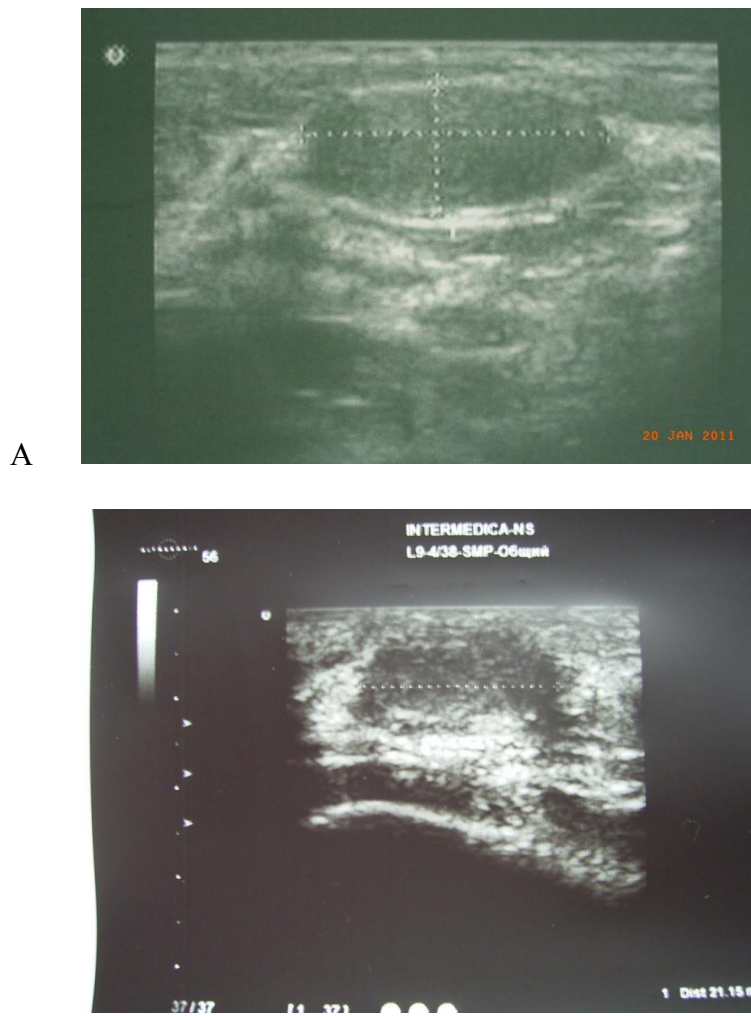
Ultrasound research : A) to HIFU - therapy; B) after HIFU - therapy fibrozirovannoy hyperechoic tissue structure.
